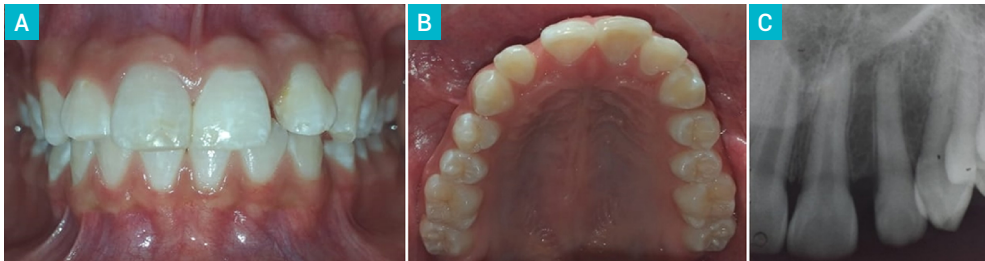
Seguimiento post-operatorio 40 meses después de la intervención quirúrgica. A. Aspecto clínico, vista frontal Agosto/2019. B. Vista oclusal del maxilar superior, 40 meses después. C. Radiografía periapical en donde se observa obliteración de la luz del conducto radicular del 22
